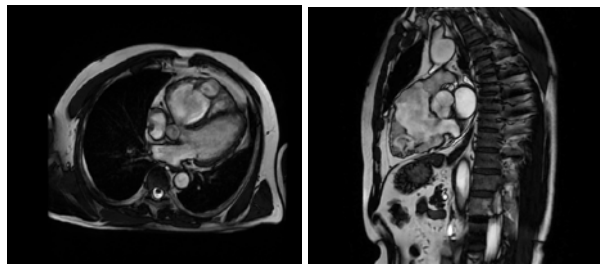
CMR – rezonanță magnetică cardiacă cu substanță de contrast intravenoasă, care confirmă diagnosticul de cardiomiopatie aritmogenă cu afectare predominantă la nivelul VD
